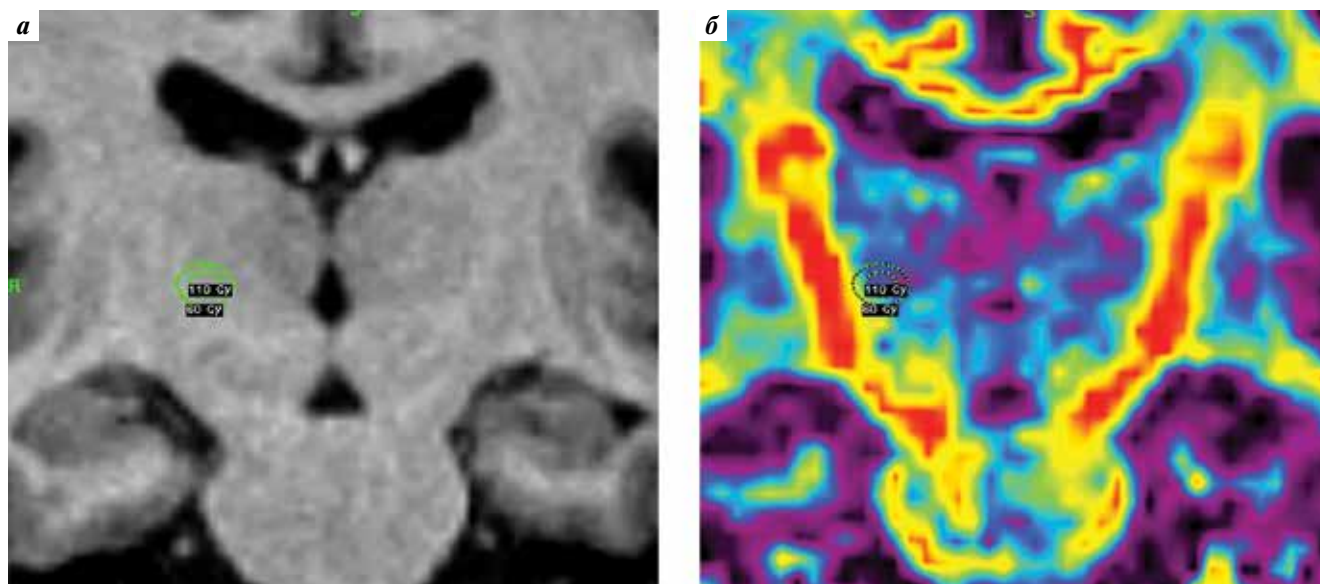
Пример планирования радиохирургического лечения: а – T1-взвешенное изображение в коронарной проекции. Мишень – правое промежуточное вентральное ядро таламуса, предписанная доза 130 Гр в изоцентре. Обозначены изодозы 110 и 60 Гр; б – диффузионно-тензорная трактография. Изодоза 60 Гр не распространяется на внутреннюю капсулу
